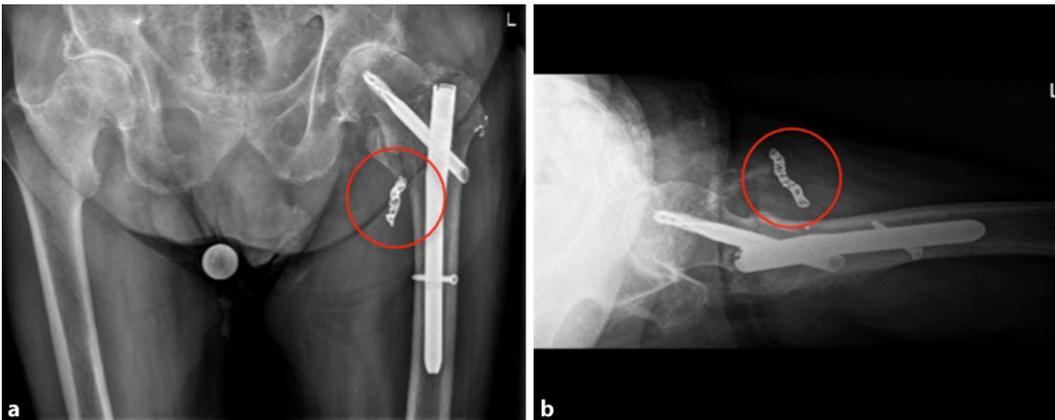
◀ a Röntgenkontrolle des Beckens a.-p. und (b) axial 6 Wochen postoperativ mit korrekten Stellungenverhältnissen und sichtbaren Coils (roter Kreis)
